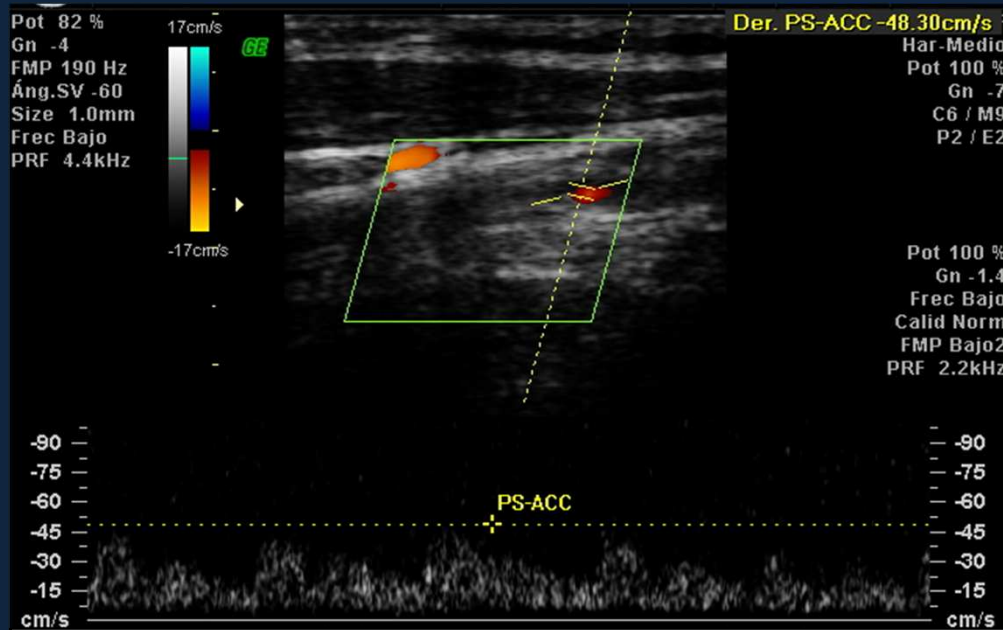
ACC derecha con engrosamiento parietal y mínimo flujo doppler intraluminal de velocidades disminuidas.
